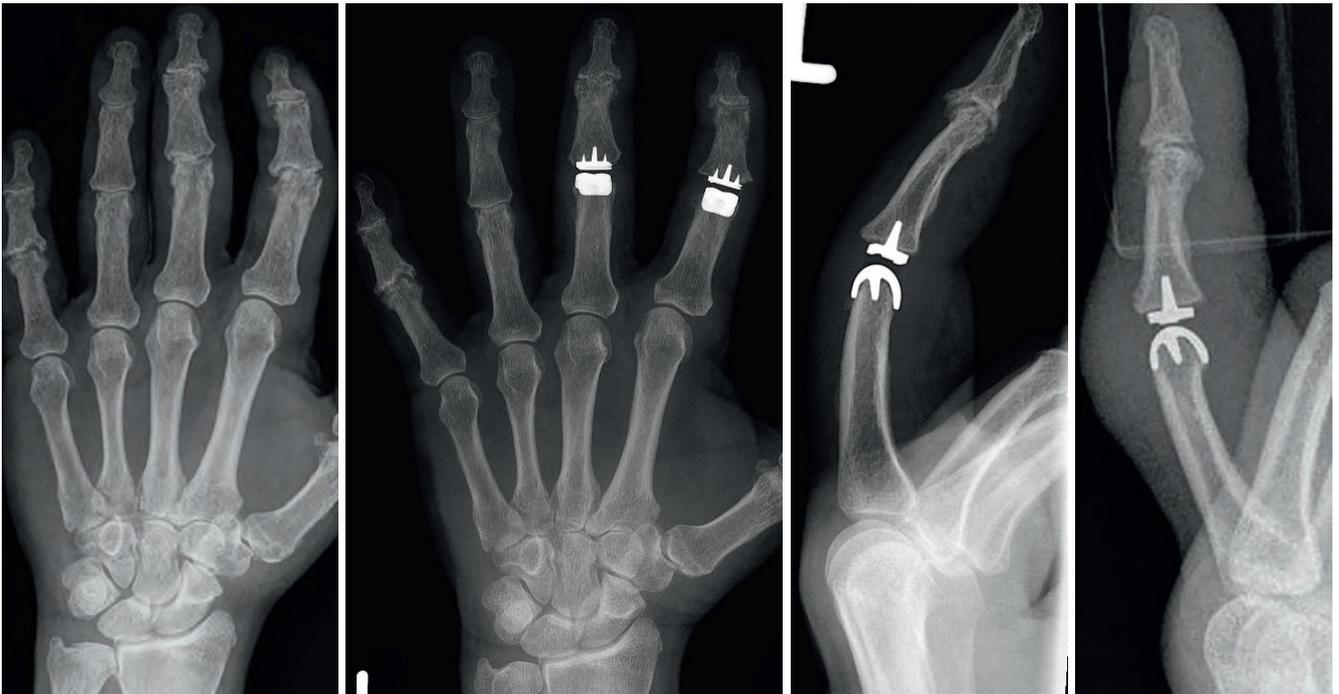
Röntgenbild Bouchard-Arthrose Dig. 2 und 3
